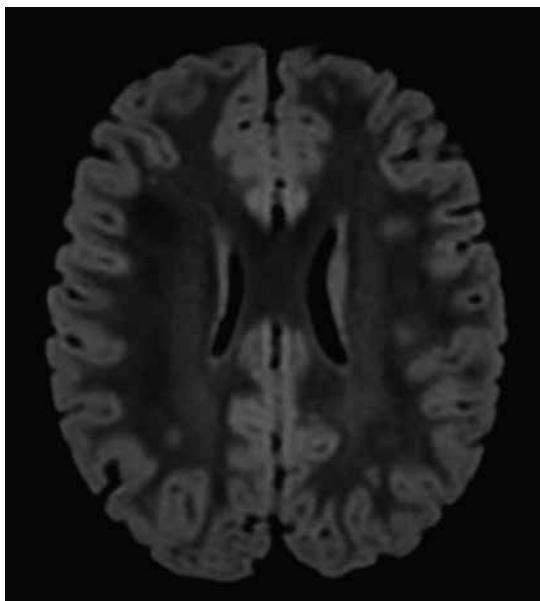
Resonancia magnética en secuencia FLAIR con zonas de hiperintensidad de señal en la sustancia blanca supratentorial a nivel periatrial con extensión periventricular y subcortical de predominio hipocampo-periatrial con mayor acentuación en el lado izquierdo. En relación con zonas de leucoaraíosis de tipo inespecífico.
